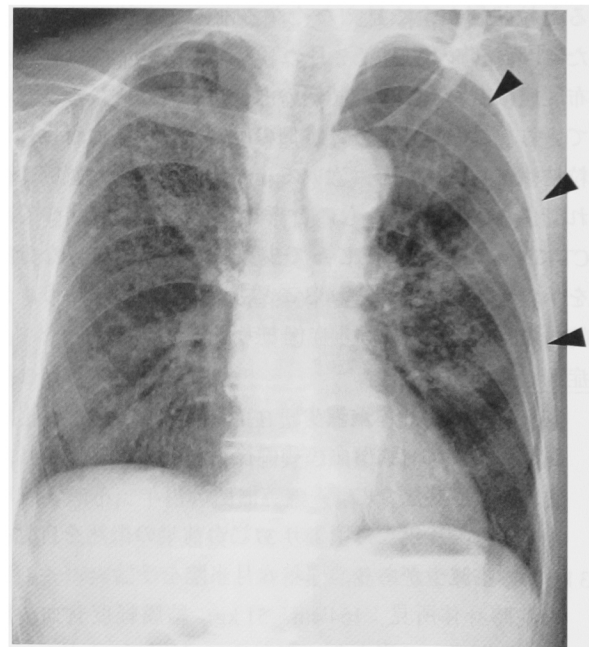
Chest X-ray taken 8 months ago. Now granular shadows developed to both lung fields, distributed segmentally (▲).
